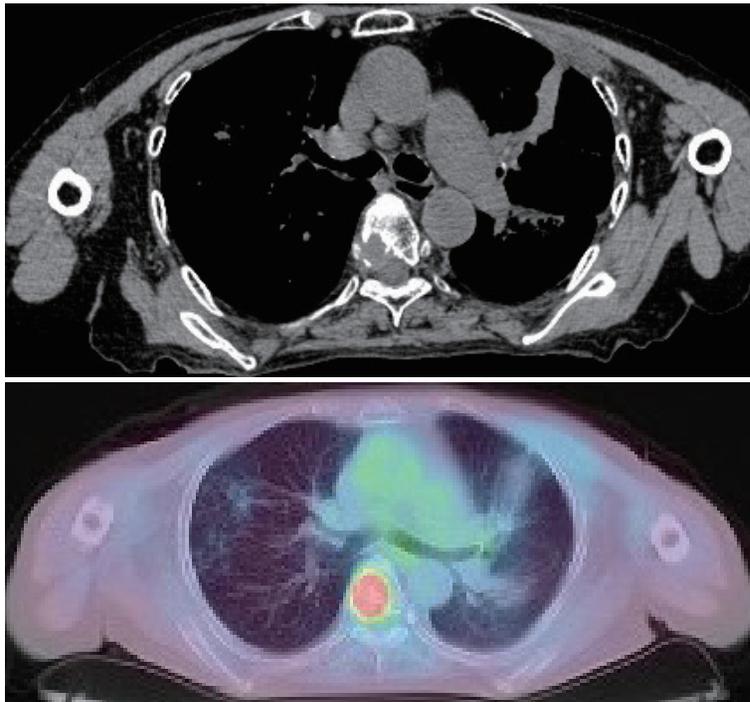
転移性骨腫瘍診断画像 (上：CT、下：PET/CT)
